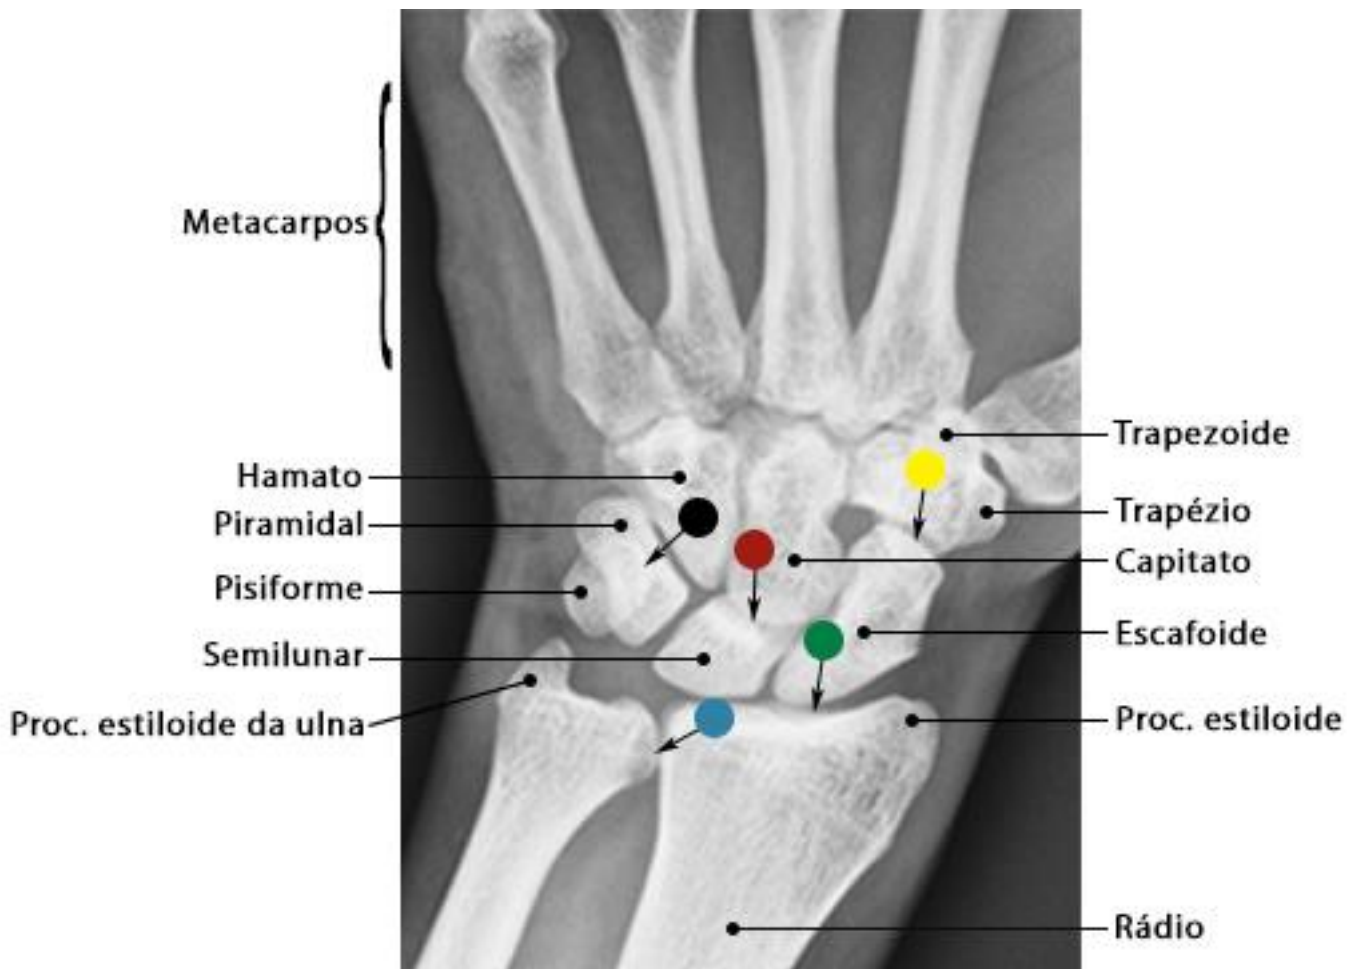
Radiografia do carpo em incidência PA
